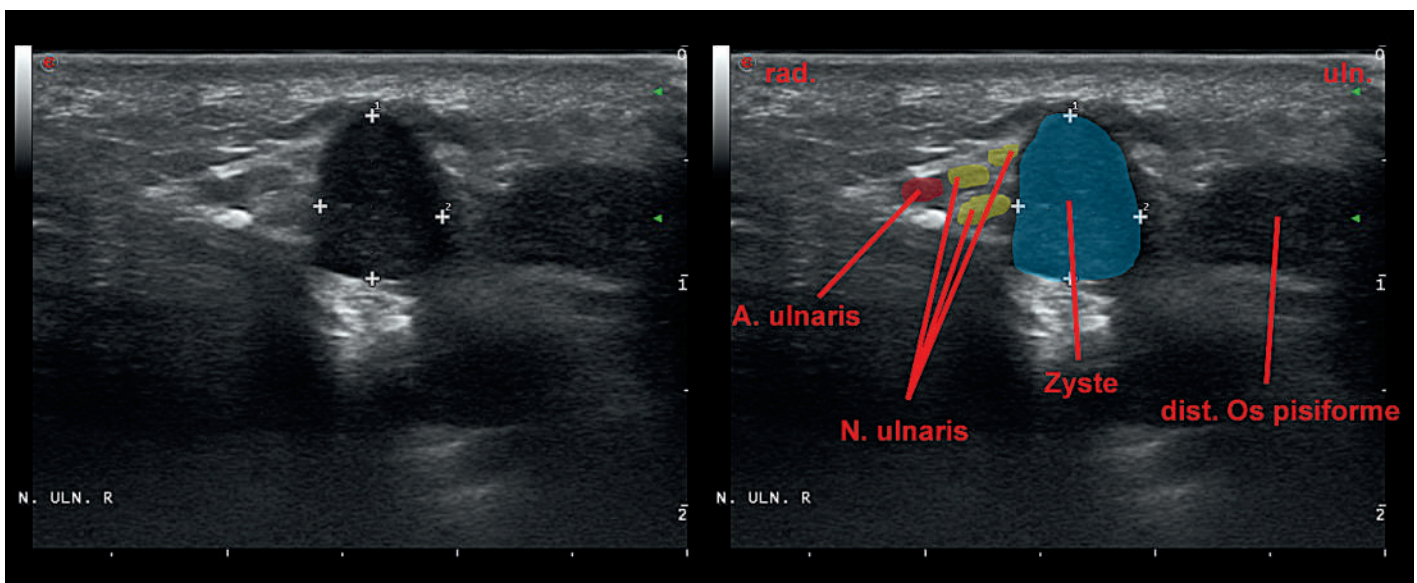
Axiale nervensonographische Darstellung der Loge de Guyon auf Höhe des distalen Os pisiforme rechts: Der N. ulnaris wird von ulnar durch eine zystische Struktur bedrängt.
